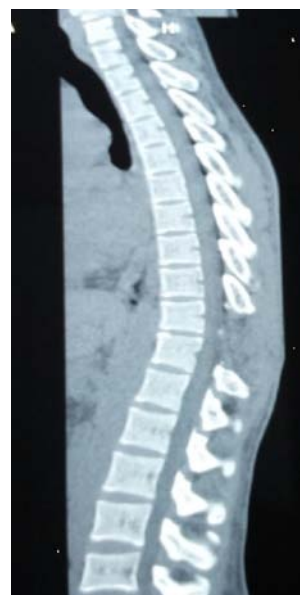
TDM de contrôle montrant le siège de la laminectomie
